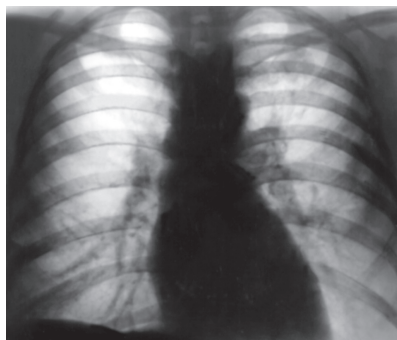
Нормальная рентгенограмма легких
